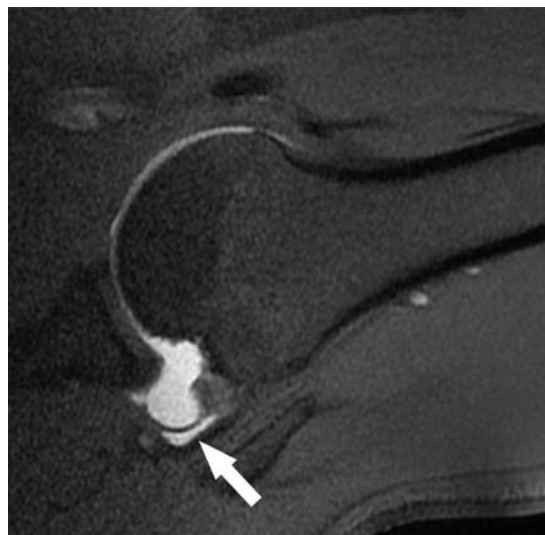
VSE-T1-weighted MR arthroscopic image with fat signal suppression in ABER position showing clearly the extent of the horizontal component of a partial rupture of the joint side of the supraspinatus tendon (arrow).
